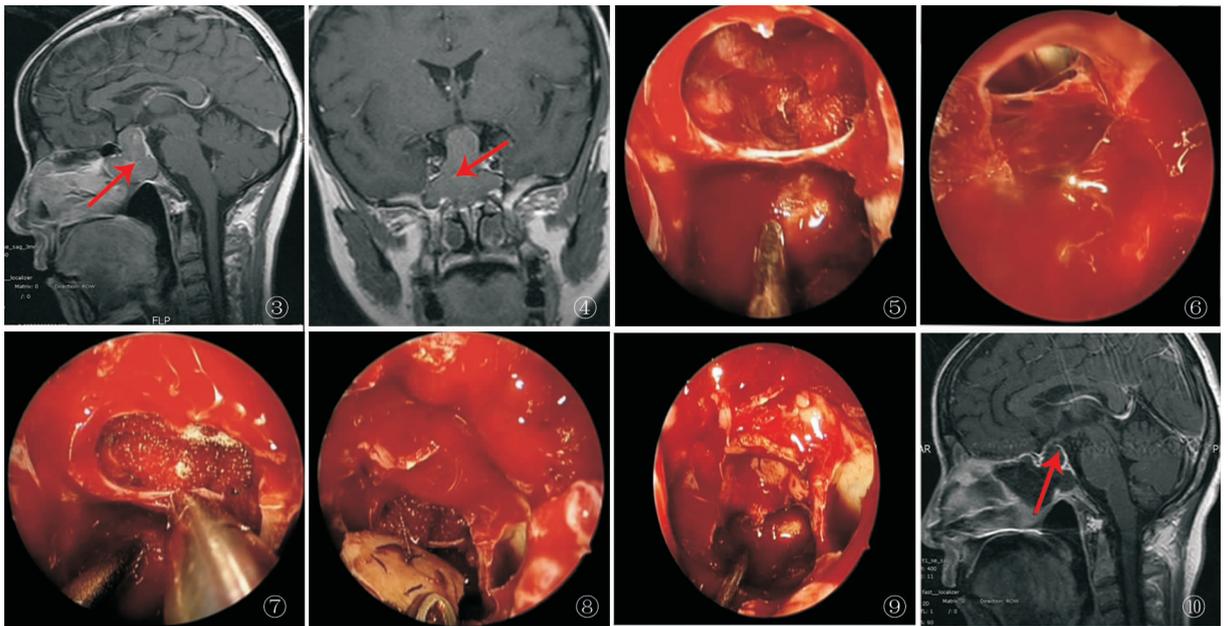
垂体巨腺瘤患者术前MRI矢状位 图4 垂体巨腺瘤患者术前MRI冠状位 图5 蝶窦腔及鞍内肿瘤彻底切除后 图6 鞍上肿瘤切除后,可见鞍隔出现缺损 图7 分离鞍底硬脑膜与残存骨质边缘 图8 软骨嵌入骨质缺损处 图9 平铺黏软骨膜后完全修复颅底缺损 图10 垂体巨腺瘤术后鞍区MRI复查:修复用的软骨部分(↑)
